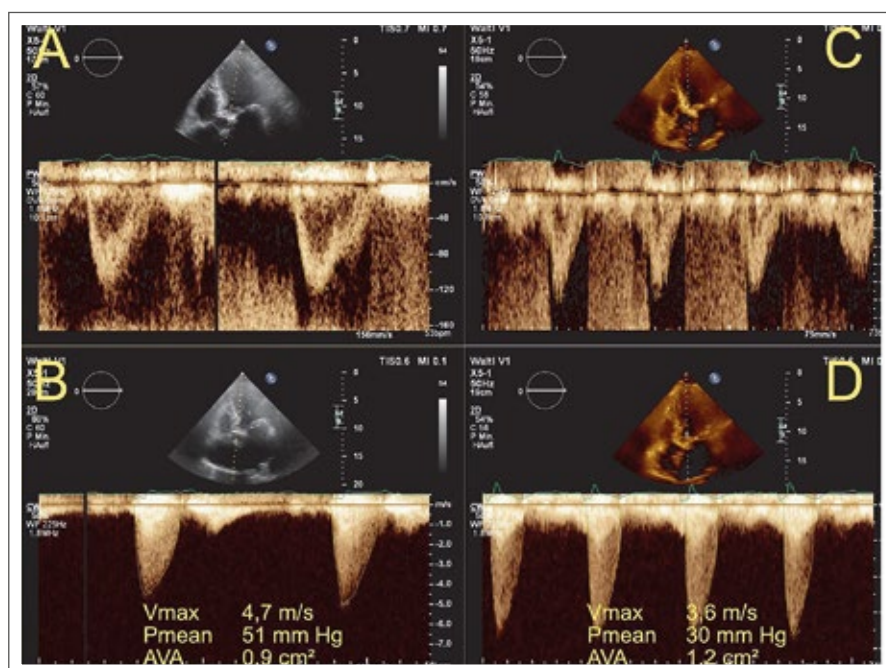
Dopplerparameter der Aortenklappe vor (A, B) und nach Schrittmacherimplantation (C, D).
